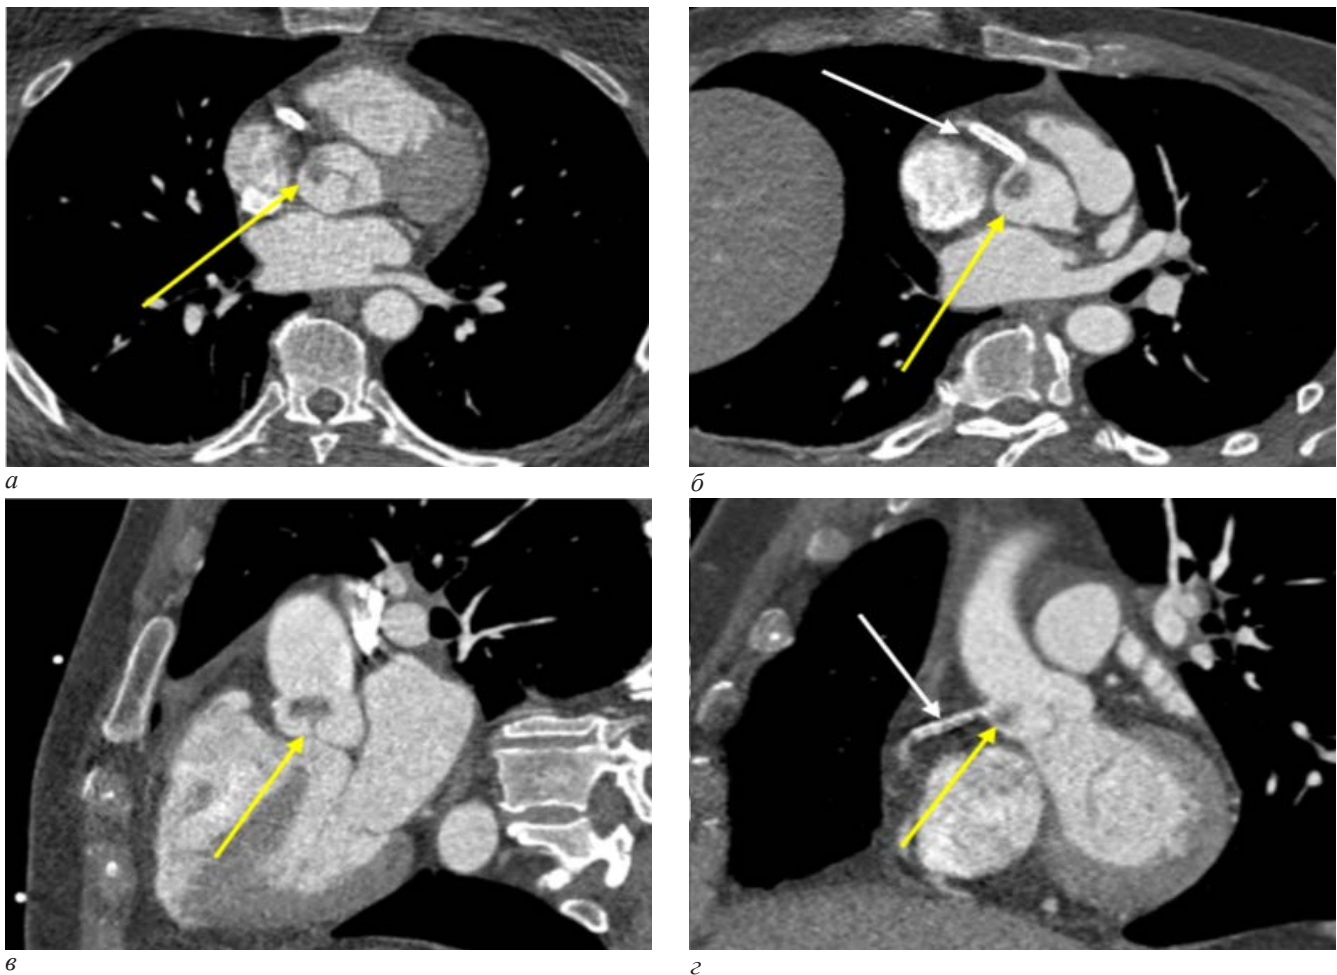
КТ-ангиография аорты: а – аксиальный срез; б – МРР-реконструкция в ортогональной плоскости; в, г – МРР-реконструкции в косых плоскостях. Над комиссурой правого коронарного и некоронарного синусов на уровне устья правой коронарной артерии (белая стрелка) визуализируется дефект контрастирования восходящей аорты овальной формы с четкими неровными контурами, прилежащий к комиссуре, размерами 14×11×11 мм (желтая стрелка)
